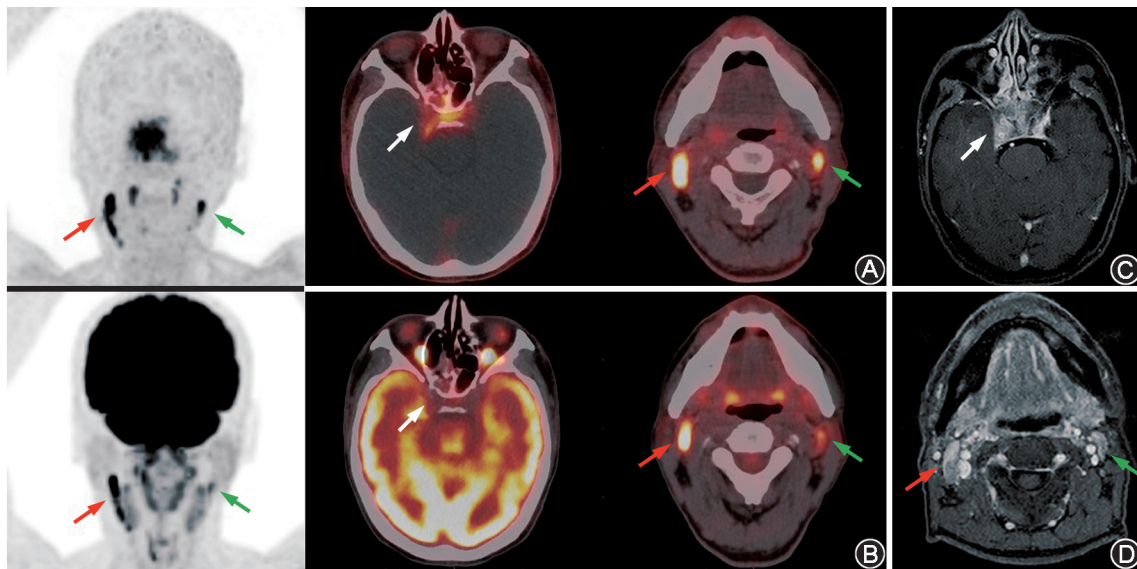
鼻咽癌患者(男,60 岁) ^{68}Ga -Pentixafor (A) 和 ^{18}F -FDG (B) PET/CT 显像图及 MRI 图 (C, D) 患者蝶鞍区及右侧海绵窦观察到 ^{68}Ga -Pentixafor 摄取增高(白箭头示),提示颅内受侵,但相应部位未见异常 ^{18}F -FDG 摄取(白箭头示);增强 MRI 所示病灶范围(白箭头示)与 ^{68}Ga -Pentixafor PET/CT 一致。右侧颈部 II ~ III 区显示多发淋巴结增大、融合(红箭头示)伴 ^{68}Ga -Pentixafor ($SUV_{max} = 7.86$) 和 ^{18}F -FDG ($SUV_{max} = 7.93$) 高摄取,增强 MRI 显示淋巴结强化不均(红箭头示),诊断为淋巴结转移。左侧颈部 II 区一淋巴结(绿箭头示)显示 ^{68}Ga -Pentixafor ($SUV_{max} = 5.21$) 和 ^{18}F -FDG ($SUV_{max} = 3.94$) 摄取增高,增强 MRI 上该淋巴结(绿箭头示)呈轻度强化,随后超声引导下穿刺细胞学提示淋巴细胞增生,未见转移性肿瘤征象
